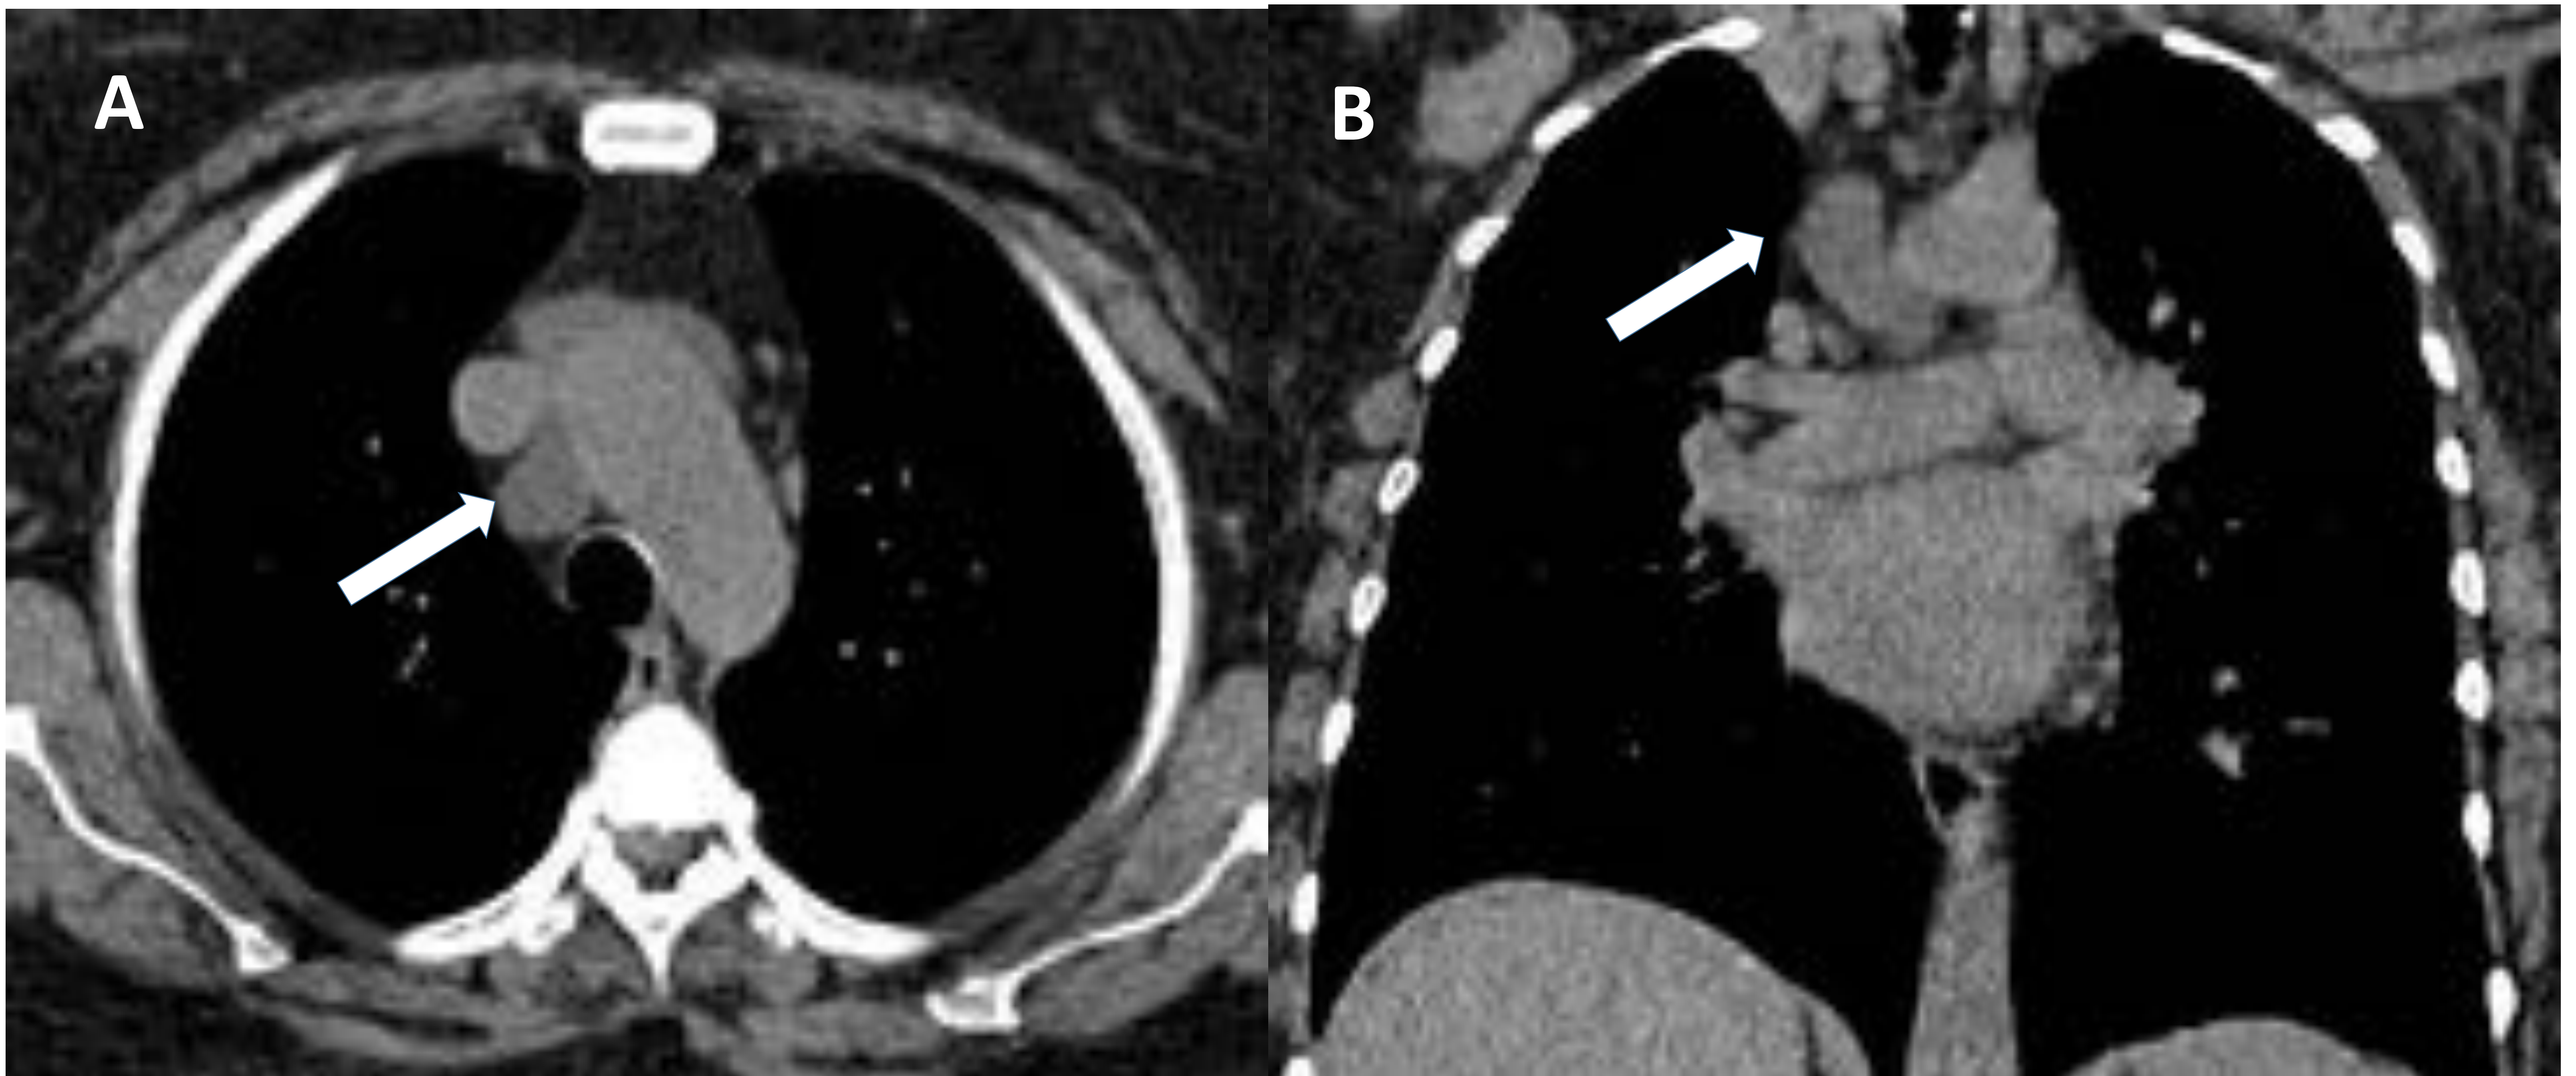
A) TC torácica axial sin CIV en la que se observa una imagen redondeada de densidad líquido situada pretraqueal (flecha), correspondiente al receso pericárdico aórtico. B) Plano coronal en el que se muestra dicho receso pericárdico señalado anteriormente (flecha).
